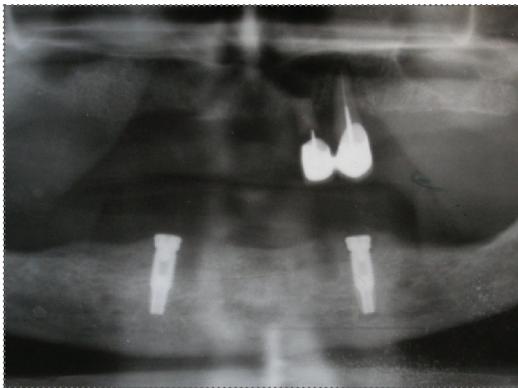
PB123440 - . Ортопантомограмма 6-го Ю., 49 лет
